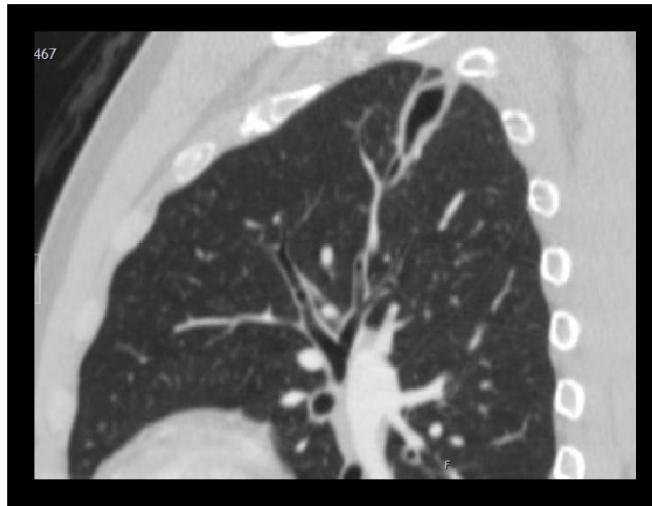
TAC EV de tórax. Reconstrucción sagital a nivel de pulmón izquierdo. Tóмоgrafo Phillips Hospital Hermanos Ameijeiras.
